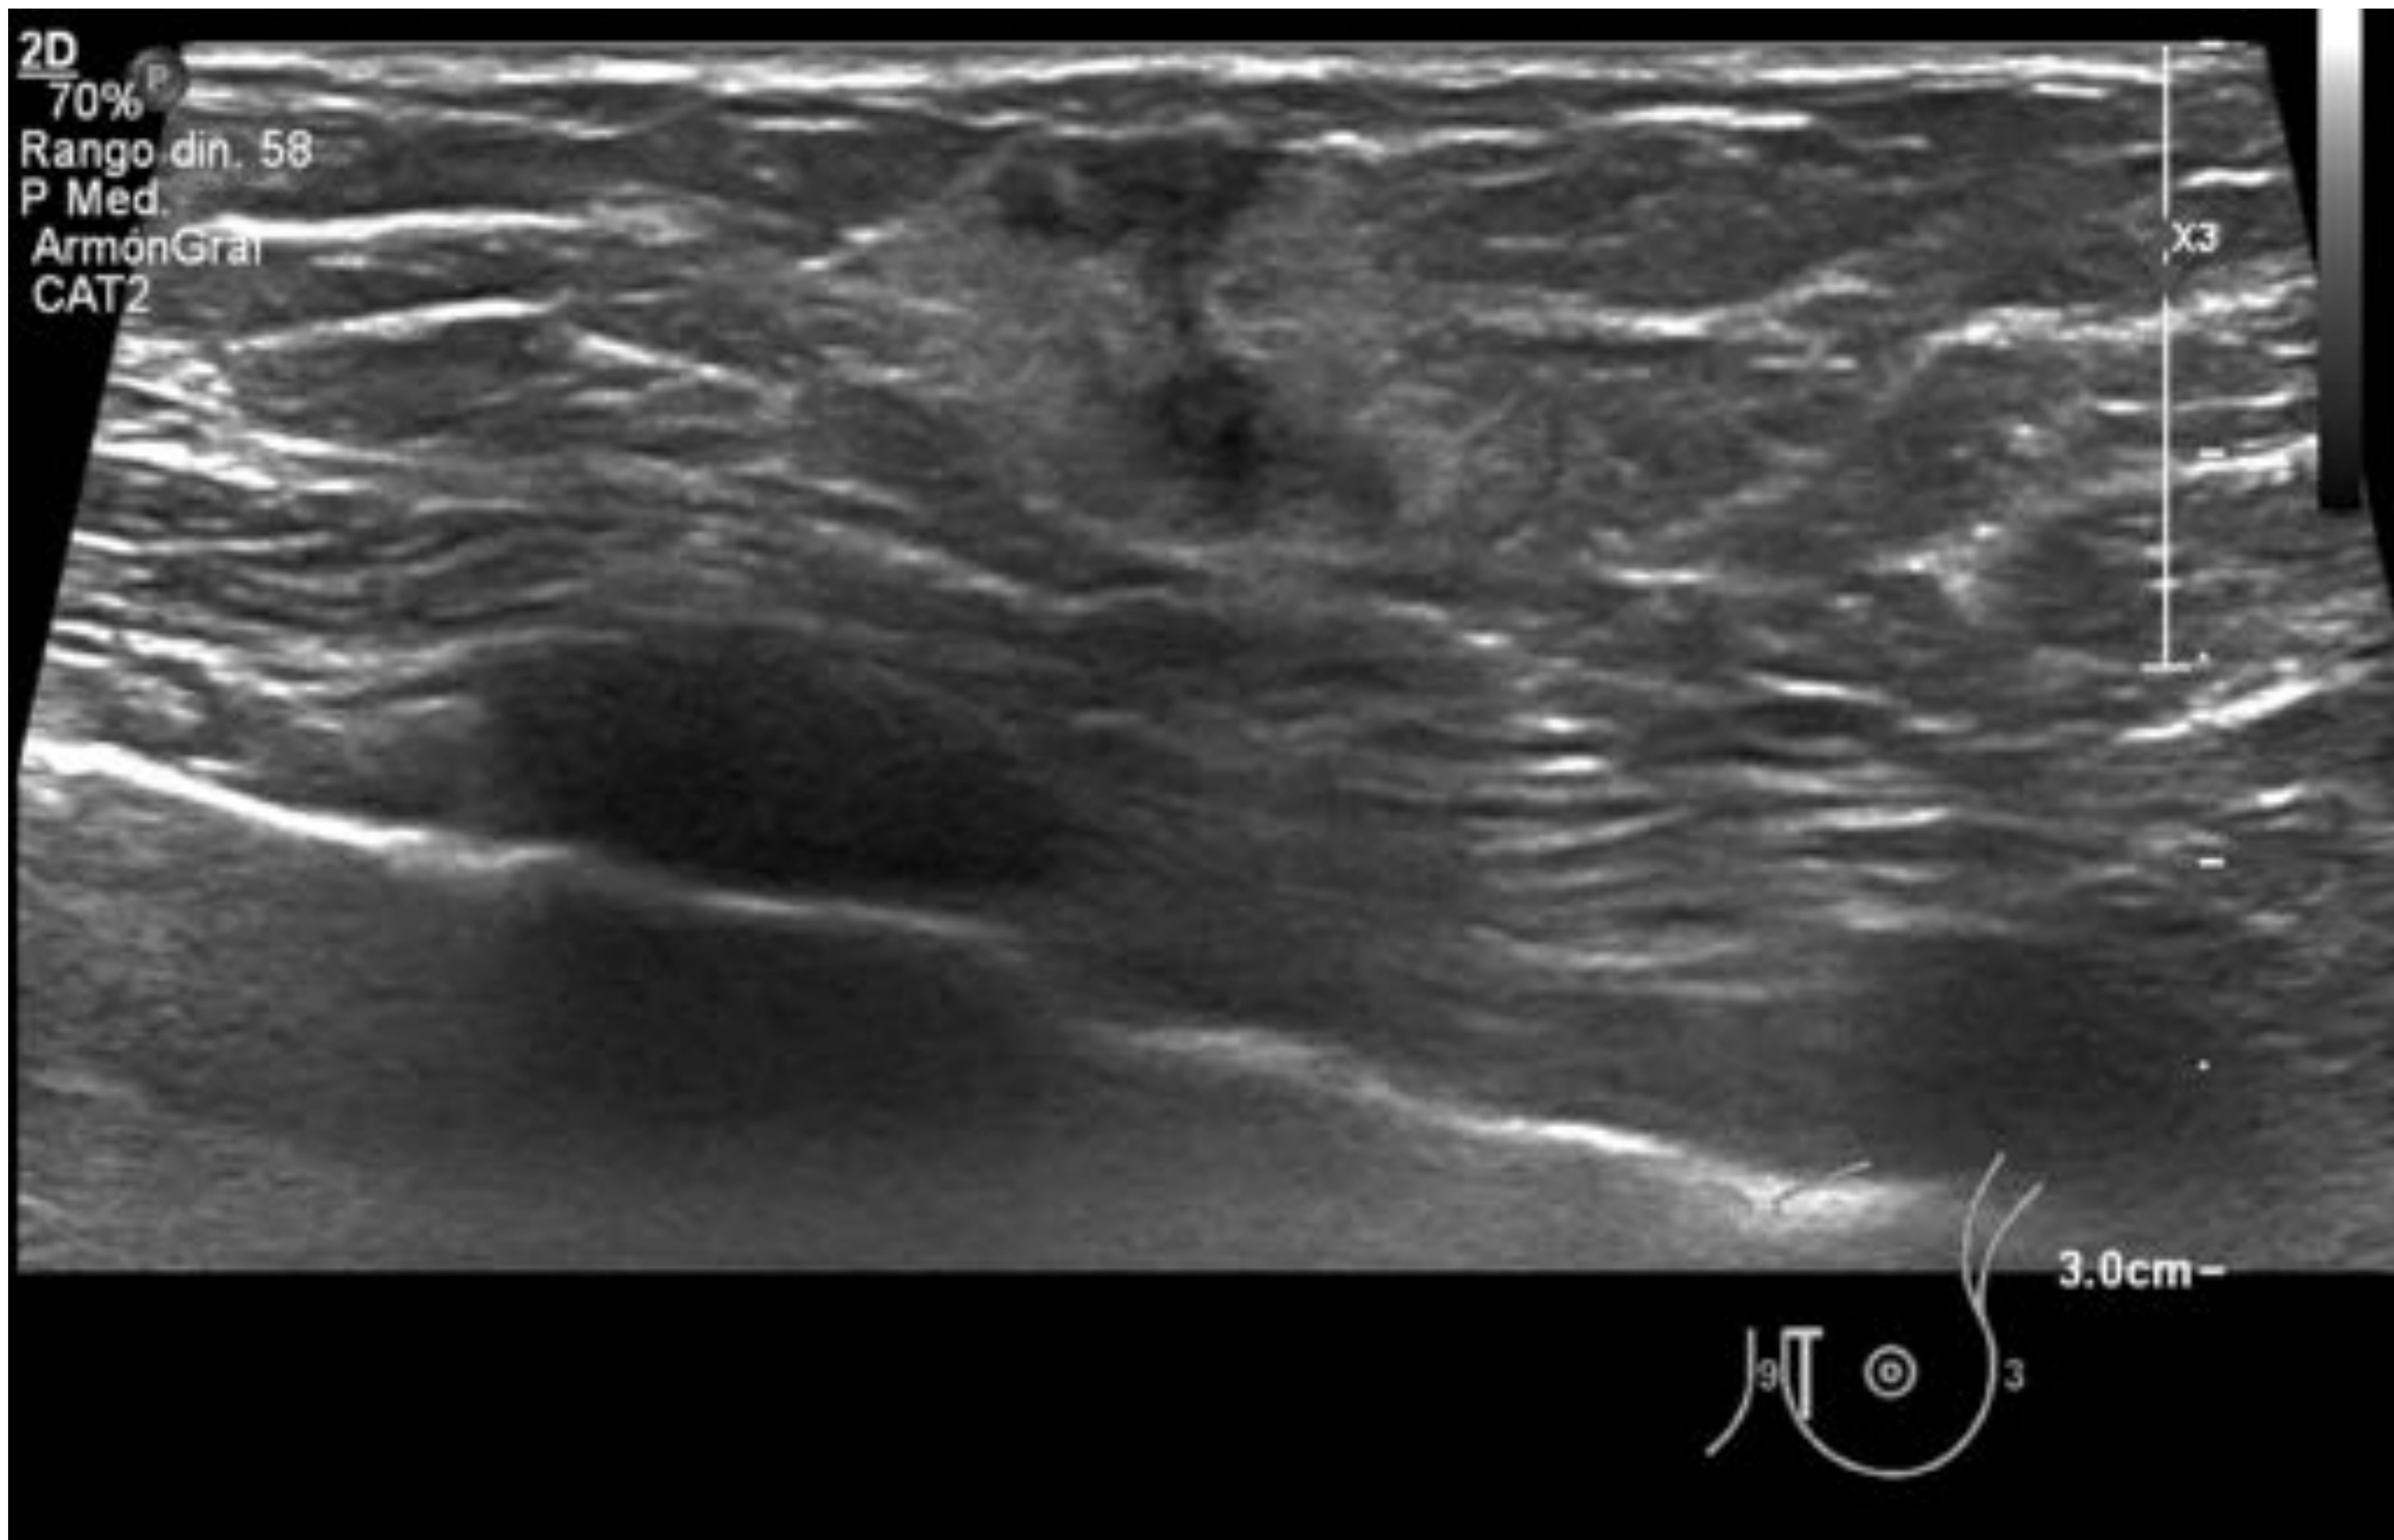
Ecografía. Nódulo heterogéneo e irregular en CII de mama izquierda, que se corresponde con el nódulo de mamografía previa de la paciente 1. Biopsia: CLI.
